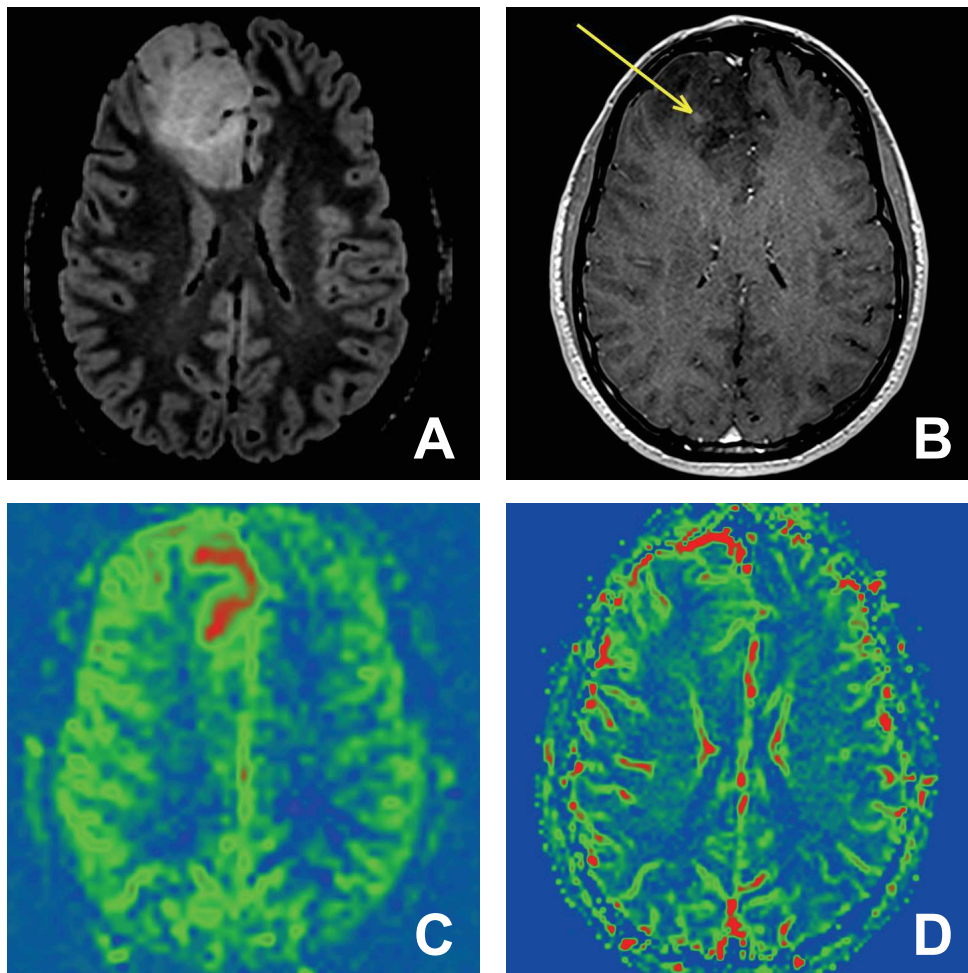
Exemple d'oligodendrogliome anaplasique frontal droit envahissant le corps calleux chez un homme de 27 ans ayant présenté plusieurs crises généralisées successives. La séquence FLAIR (A) montre le volumineux processus expansif tuméfiant frontal droit, avec prise de contraste nodulaire minime sur la séquence T1 après injection de gadolinium (B). Les séquences de perfusion ASL (C) et T2* (D) montrent une néoangiogenèse, mieux visible sur la séquence ASL.
